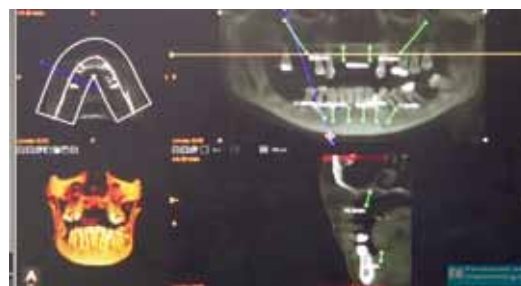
Planificación por ordenador de los implantes sobre los cortes del CBCT.
